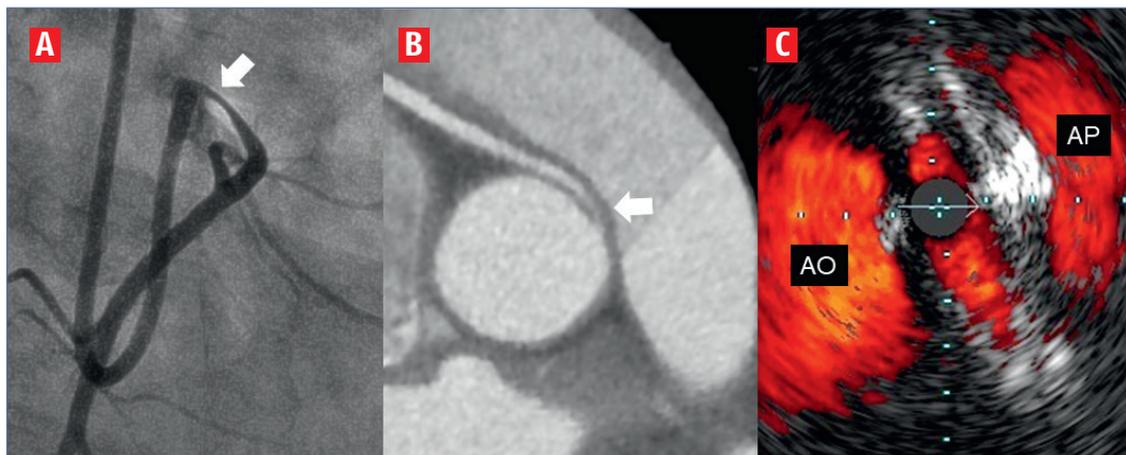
Imagerie multimodale d'une artère coronaire droite (flèche blanche) connectée dans le sinus gauche avec angiographie. (A) Tomographie (B) et échographie endocoronaire (C) confirmant un passage intramural aortique. AO : aorte. AP : artère pulmonaire.
